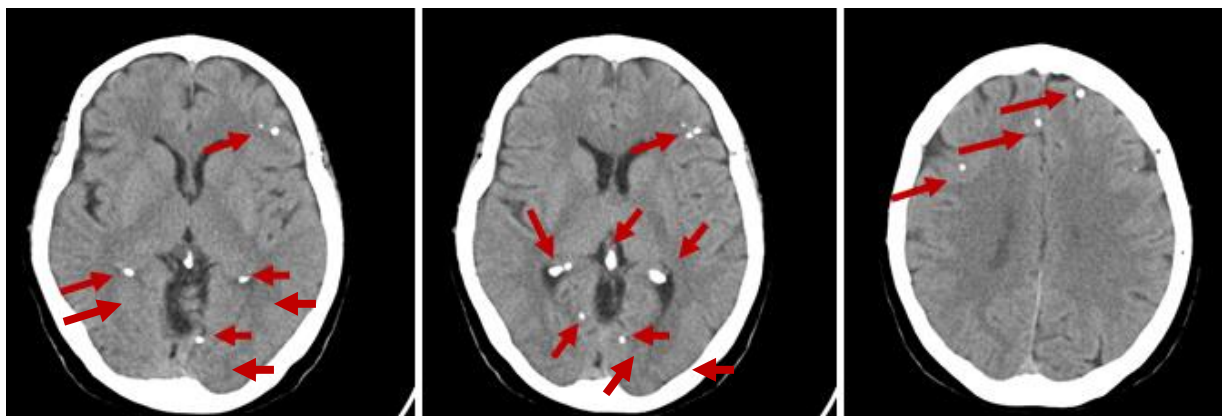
CT cerebral. NCC. Calcificate intracerebrale multiple, cu comprimarea ușoară a sistemului ventricular.
